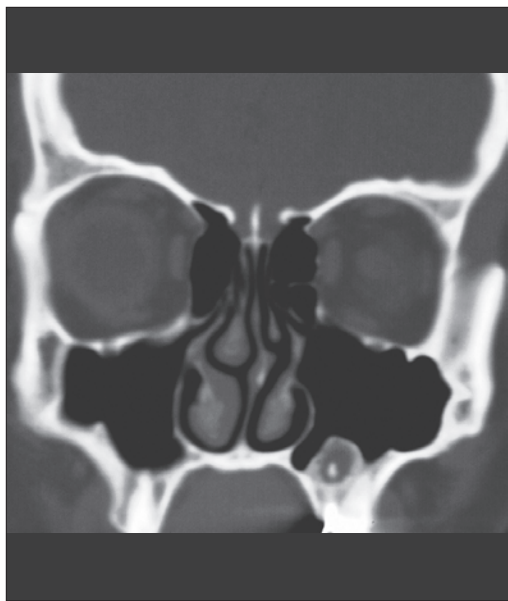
Фрагмент компьютерной томограммы. Киста ВЧП. Визуализируется выведенный за верхушку корня зуба гуттаперчевый штифт
